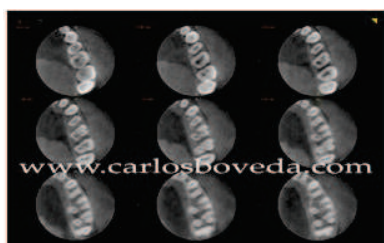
visión con tomografía
